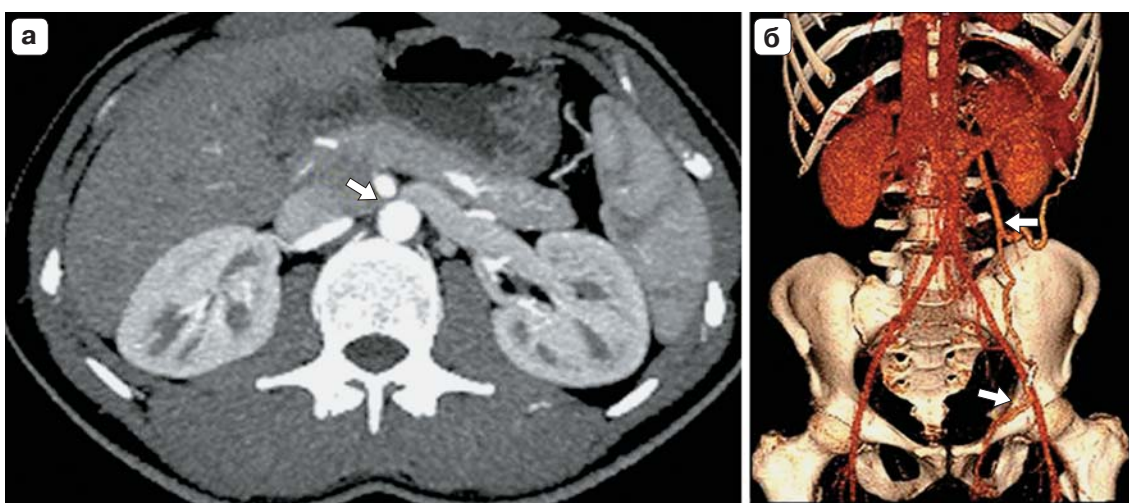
Пациент К., 31 год, с синдромом сдавления левой почечной вены в аортomezентериальном пинцете (в анамнезе хирургическое лечение варикоцеле справа, жалобы на боли в пояснице, гематурию). а – КТ-ангиограмма (артериальная фаза), MIP-реконструкция: определяется компрессия левой почечной вены между аортой и верхней брыжеечной артерией (стрелка) с расширением просвета вены проксимальнее уровня компрессии; б – КТ-ангиограмма (венозная фаза), 3D-реконструкция – стрелками отмечены расширенная левая яичковая вена и ее притоки.
